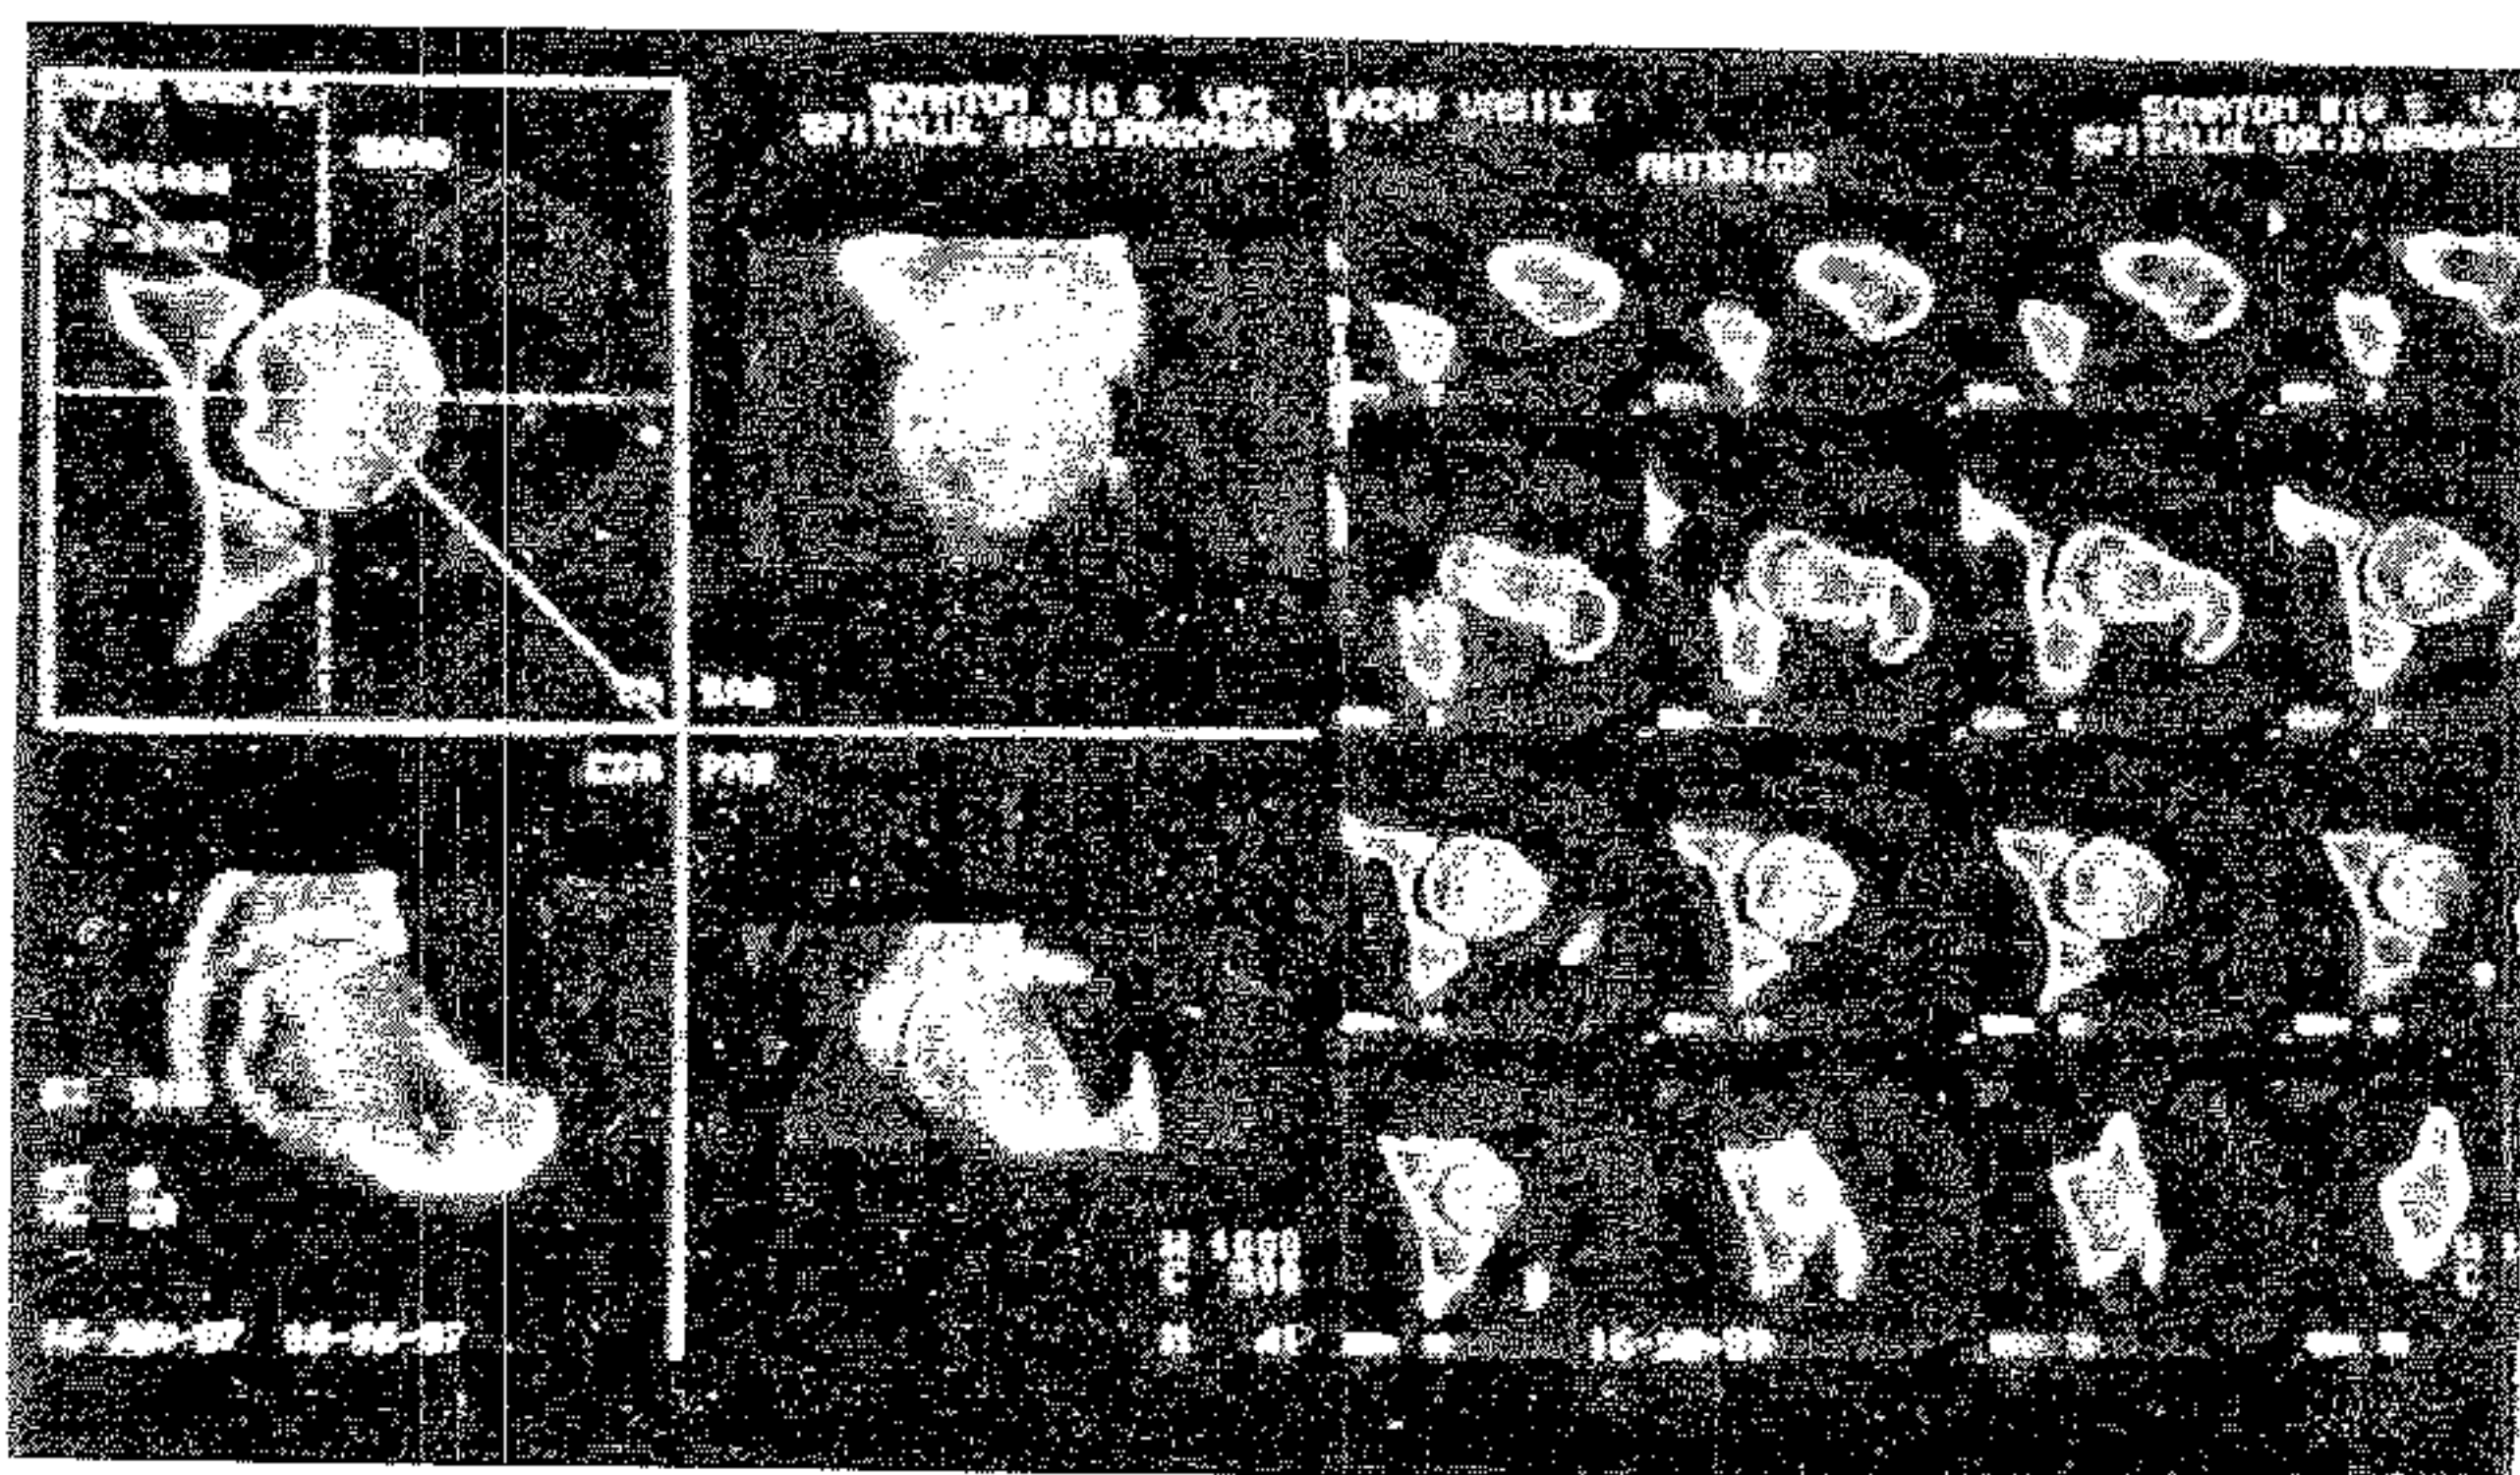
Tomografia computerizată în fracturile acetabulare.
